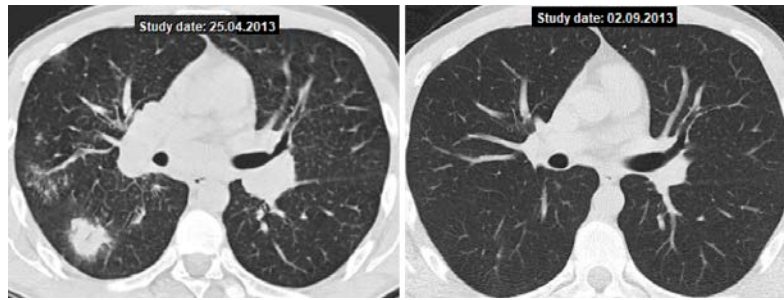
Саркоїдоз II стадії, КТ: утворення в правій легені у поєднанні з двосторонньою прикореневою лімфаденопатією та дрібновузликовою дисемінацією (ліворуч – до лікування, праворуч – після 4-місячної терапії)
